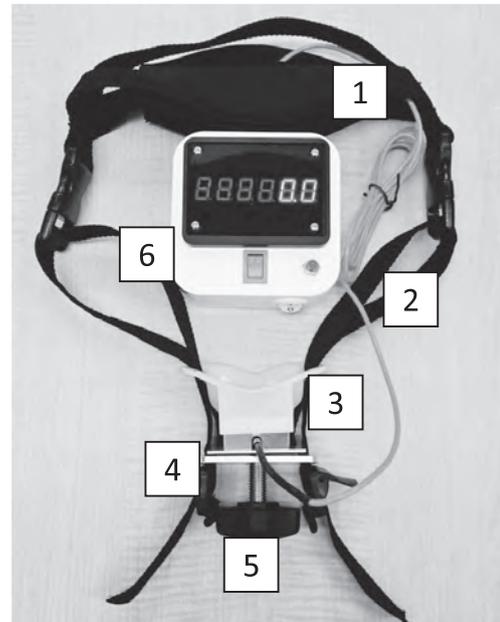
開口力測定トレーナーTK2016(リブド社、東京)
